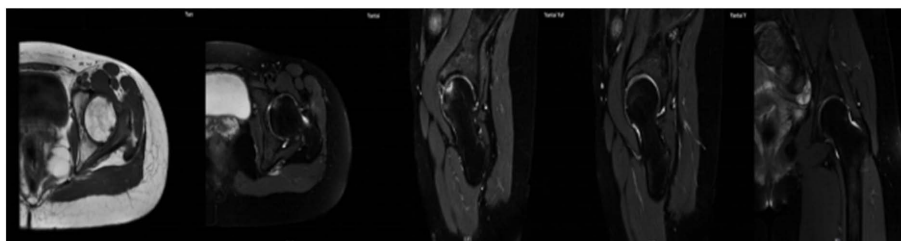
MRI 3 months after surgery improved significantly compared with preoperative surgery
